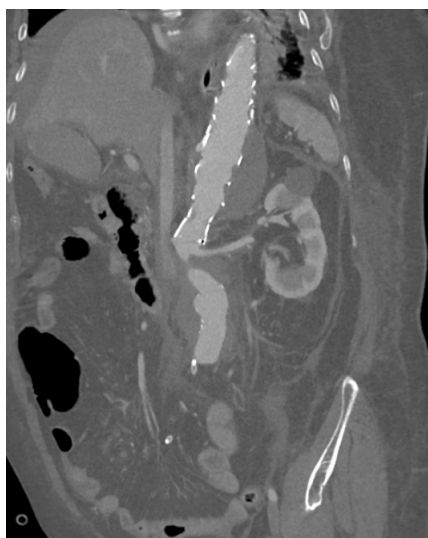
CT scan cho thấy tụ dịch quanh ruột và tụ máu sau phúc mạc
